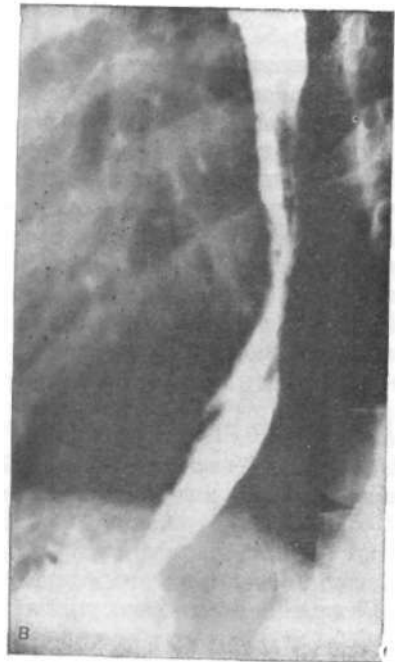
Рентгенограммы. Эзофагопатия при комбинированном митральном пороке.
